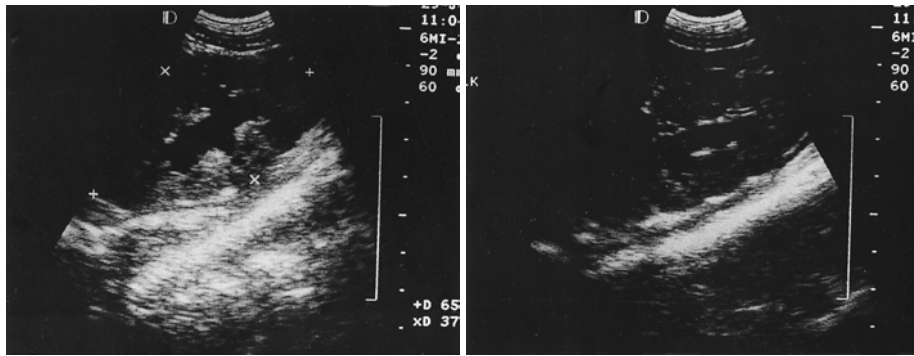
Abdominal ultrasonography. Bilateral hydronephrosis.
